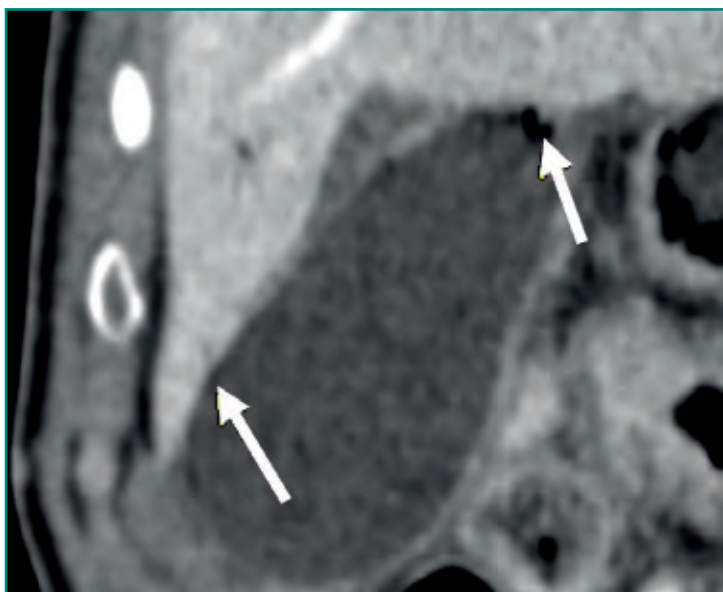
TC coronal, se identifican burbujas de gas (flechas blancas) en el interior de la vesícula en relación con una colecistitis enfisematosa.
